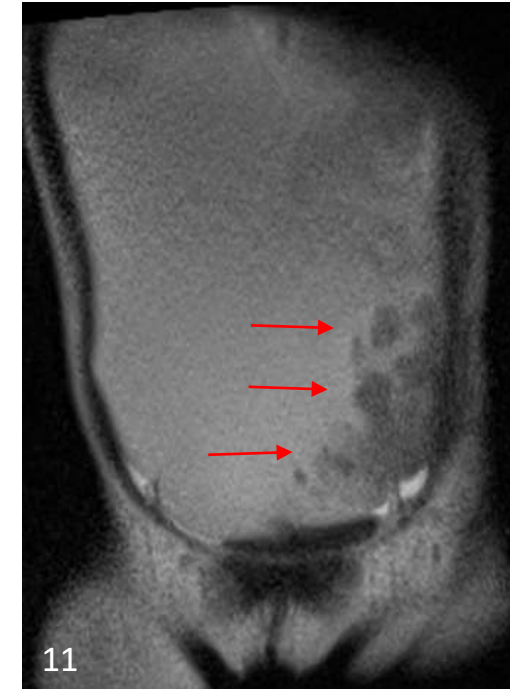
RMN corte coronal en decúbito prono: se constata la presencia de coágulos móviles que se desplazan con el cambio de decúbito (flechas).
